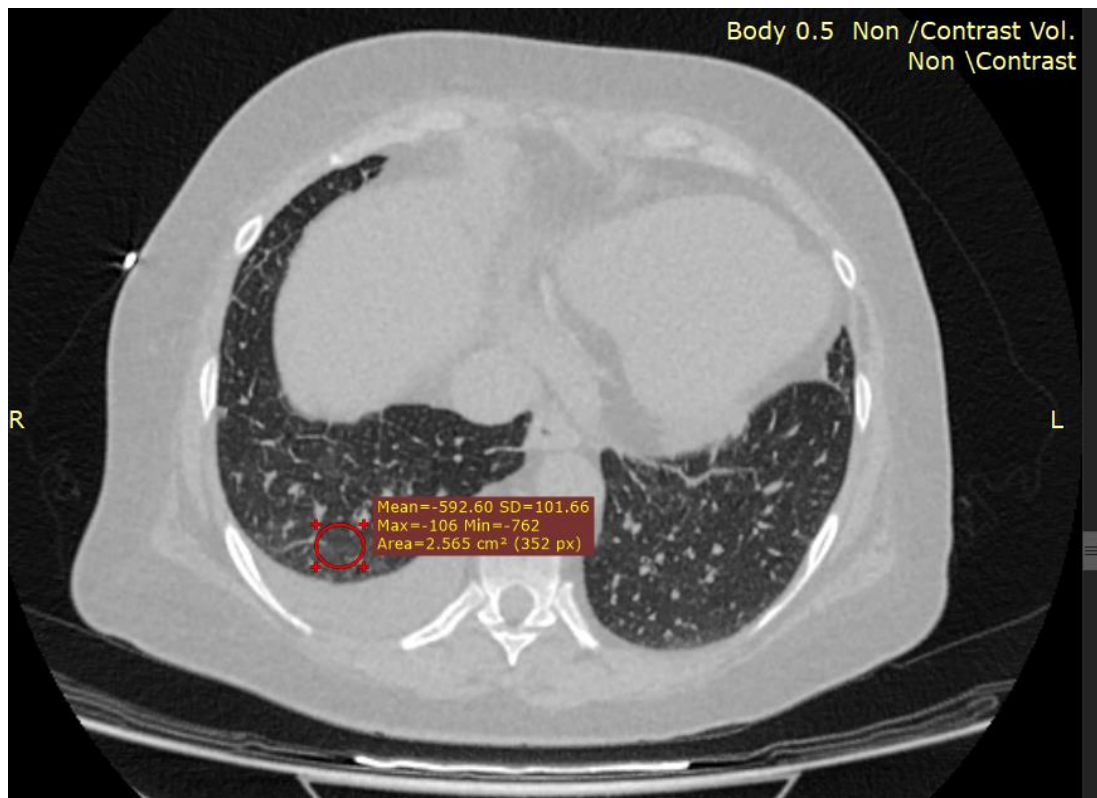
Снимок компьютерной томографии с обозначением HU при поступлении
